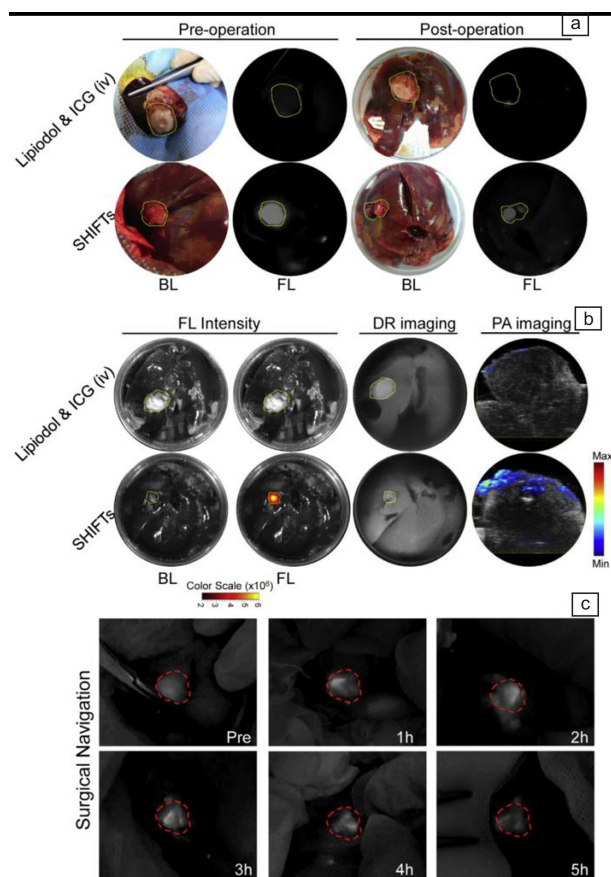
荧光引导下 VX2 兔子模型活体肿瘤切除的评价^[40]: (a) 分别用荧光强度投影系统和灯光下相机记录的手术前后照片, (b) 对切除的肿瘤进行荧光成像、数字化 X 线成像系统 (digital radiography, DR) 成像和光声成像的照片, (c) 在激光照射下抗淬灭情况
